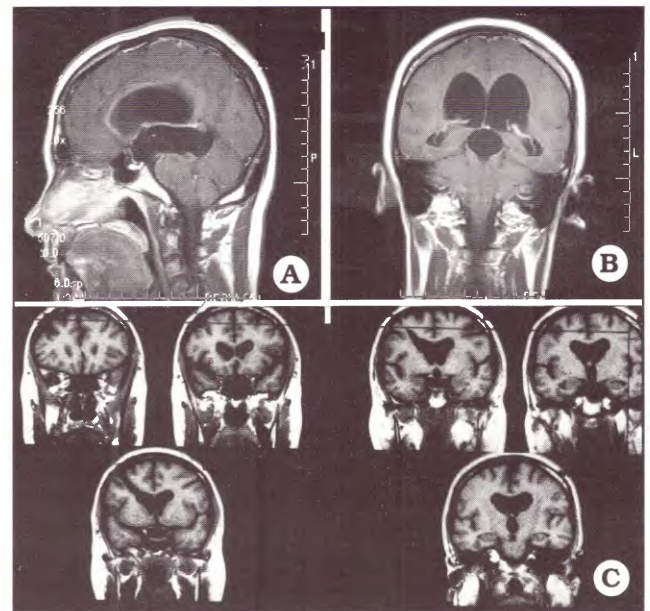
Caso 1: quiste supraselar. A y B. IRM preoperatoria. C. IRM postoperatoria.
